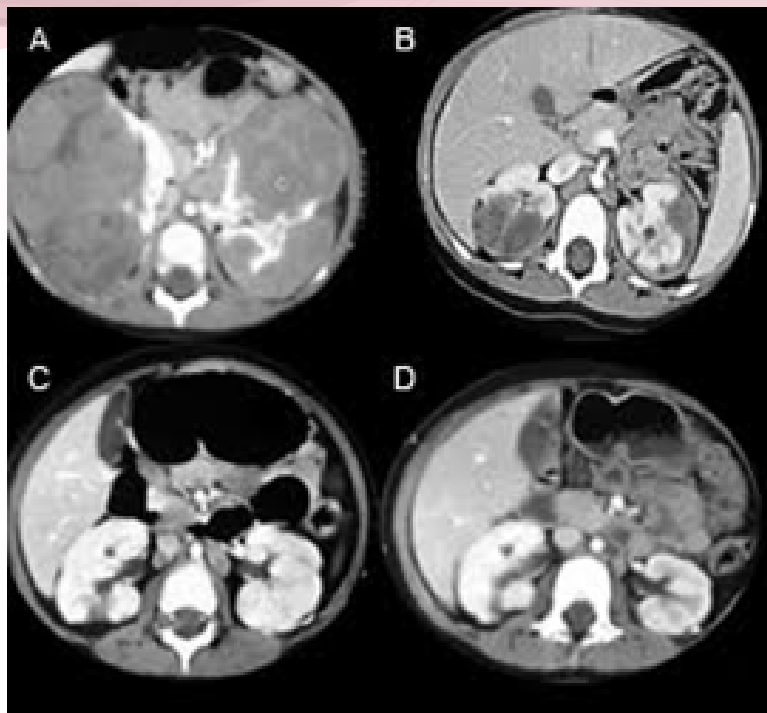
Caso n°1. TC de abdomen.
